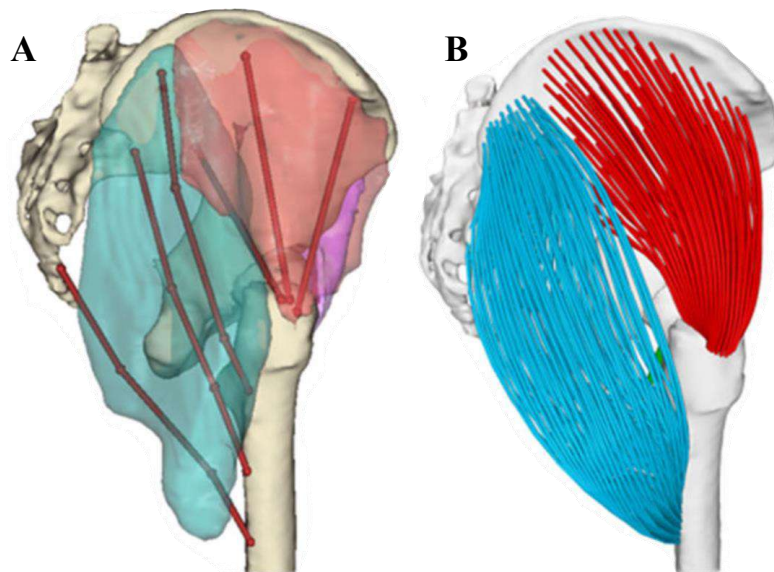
Modèle filaire personnalisé par IRM du muscle *gluteus maximus* (bleu) et *gluteus medius* (rouge). A : Reconstruction par IRM du volume musculaire. Les trajectoires rouges représentent les lignes d'action d'un modèle générique communément modélisé pour ces deux muscles. Leur architecture est fréquemment discrétisée en trois lignes d'action distinctes. D'après Modenese et Kohout (2020).
